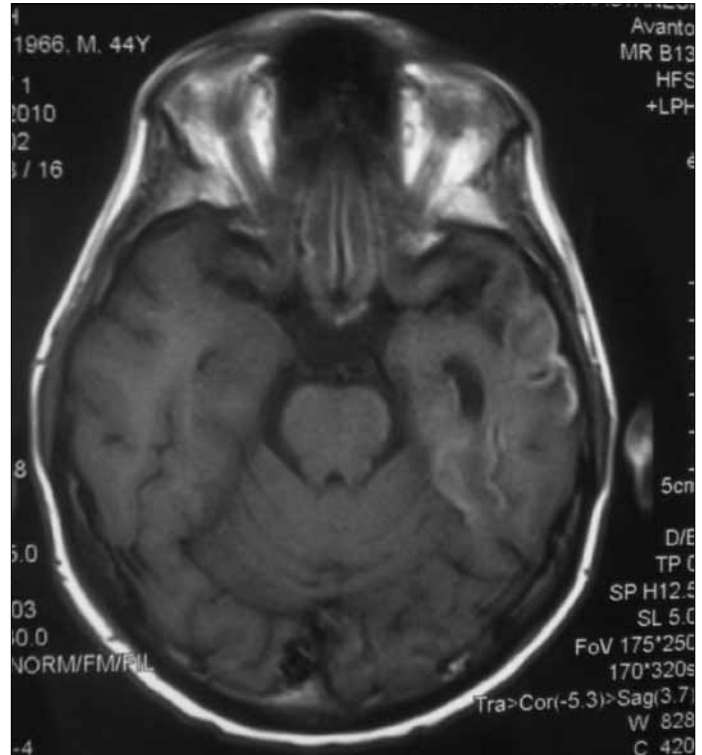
Yatışının 5. günü kontrastlı kraniyal MRG'de sol temporal lob anterioru, bilateral inferior frontal girus, sağ insüler korteks ve bilateral singulat girus anteriorunda kortiko-subkortikal alanda belirgin T1'de hipointens, T2'de hiperintens sinyal değişimi ve ödem. Sol temporal bölgede glial tarzda kontrastlanma ve ödeme sekonder kortikal sulkuslarda silinme
